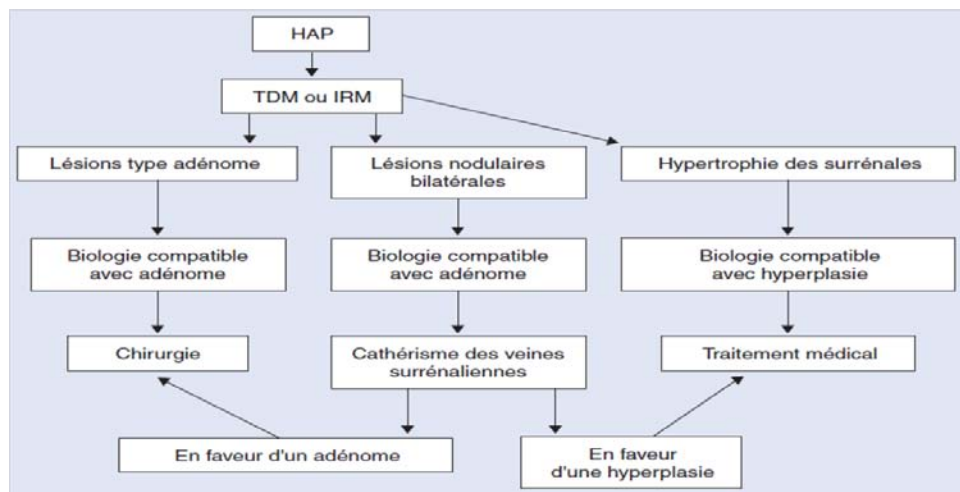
Arbre décisionnel. Hyperaldostéronisme primaire (HAP). IRM : imagerie par résonancemagnétique; TDM :tomodensitométrie.
